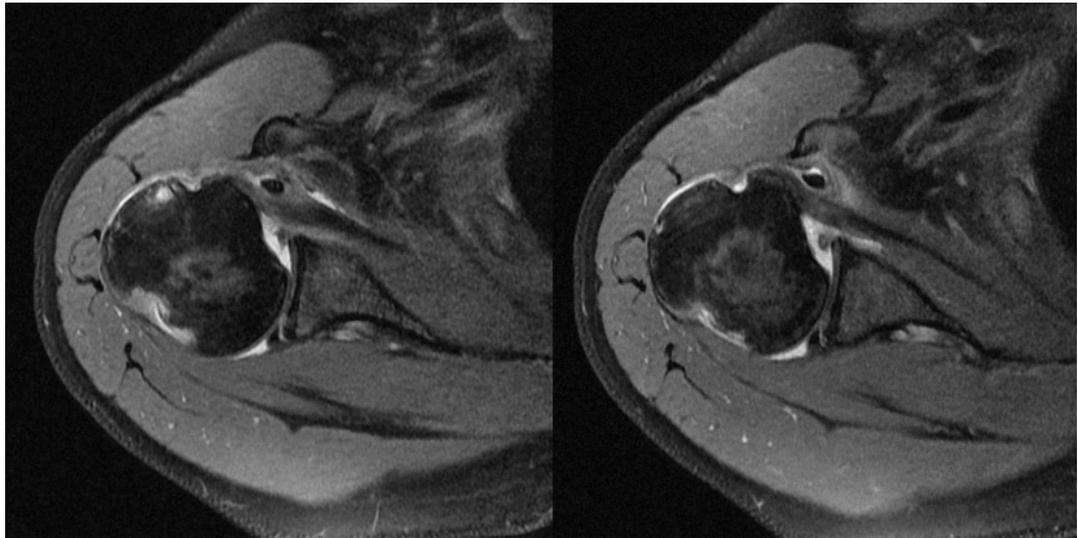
Imágenes de resonancia magnética con supresión grasa, en cortes axiales a diferentes niveles de la corredera bicipital de hombro izquierdo, mostrando: corredera bicipital vacía, desplazamiento del tendón largo del bíceps medialmente, lesión de Hill Sachs y lesión de Bankart en porción anterosuperior del labrum glenoideo.
